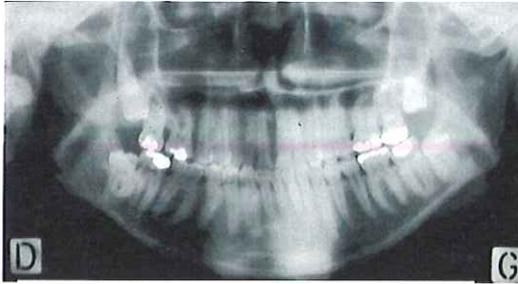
Orthopantomogramme d'une hypercondylie droite transversale
